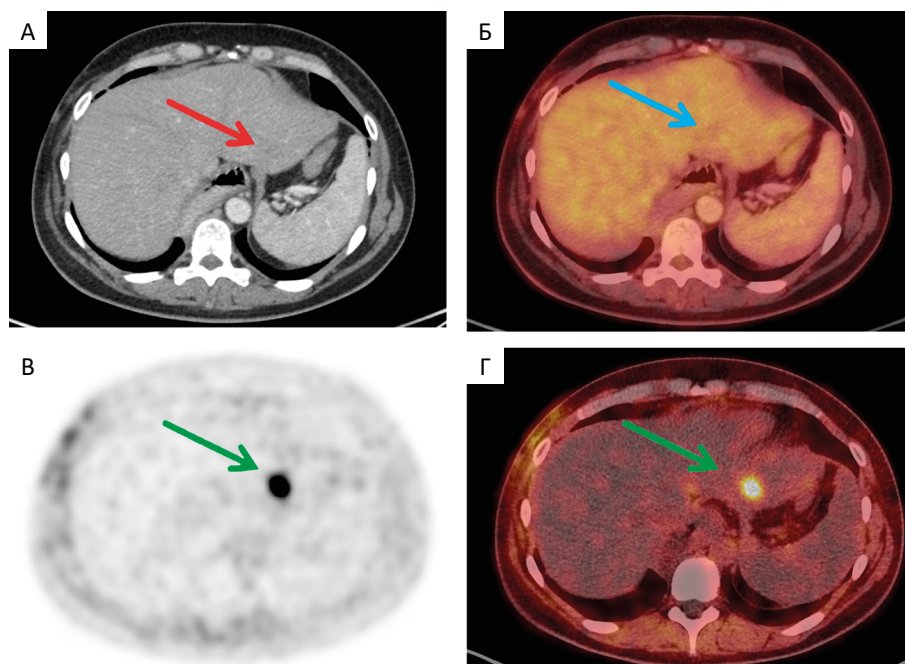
По данным КТ (А — аксиальная проекция) в левой доле печени отмечается одиночное гиподенсное образование с неровным, нечетким контуром (А — красная стрелка). По данным ПЭТ/КТ с ¹⁸F-FDG (Б — аксиальная проекция, синяя стрелка) патологическое накопление РФЛП не определяется. При ПЭТ/КТ-исследовании с ⁶⁸Ga-FAPI (В, Г — аксиальные проекции) патологическое накопление визуализируется в узловом образовании в S2 печени (зеленые стрелки)
